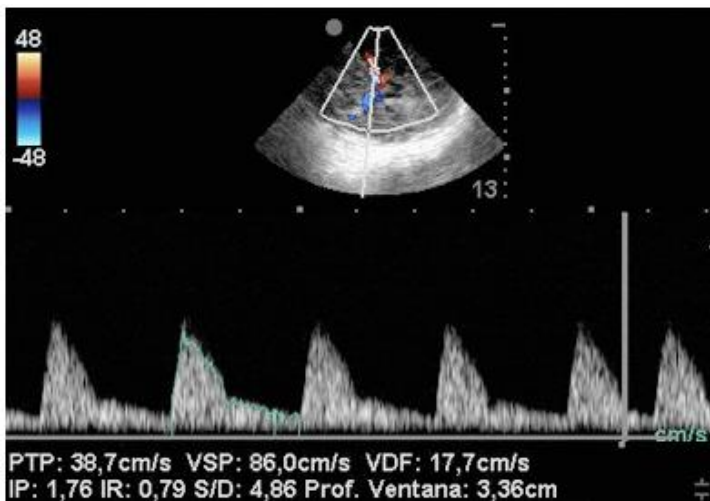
Sonograma y parámetros de un patrón de alta resistencia en un paciente con hipertensión intracraneal (HTIC).
